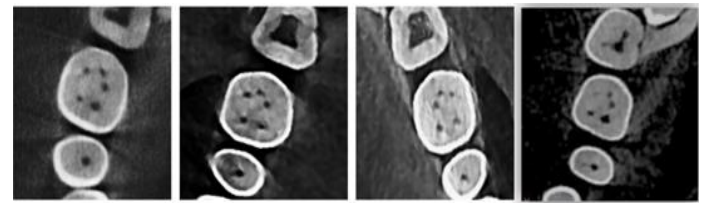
Middle distal canal seen in axial section of CBCT scan
